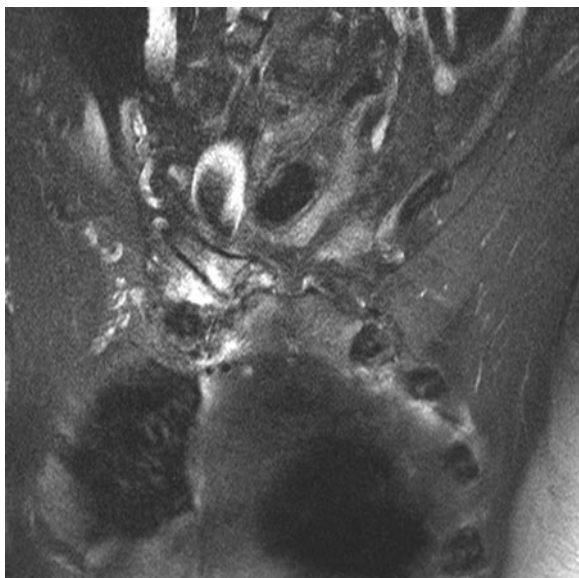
IRM de l'articulation acromio-claviculaire dans le plan coronal en T2. L'hypersignal sur la séquence T2 des berges articulaires et des structures tissulaires de voisinage (*) témoigne de l'atteinte inflammatoire. Les irrégularités de contour osseux ainsi que l'ostéophyte ne seront pas correctement visualisés par cette technique. (clavicule : C, sternum : S).
